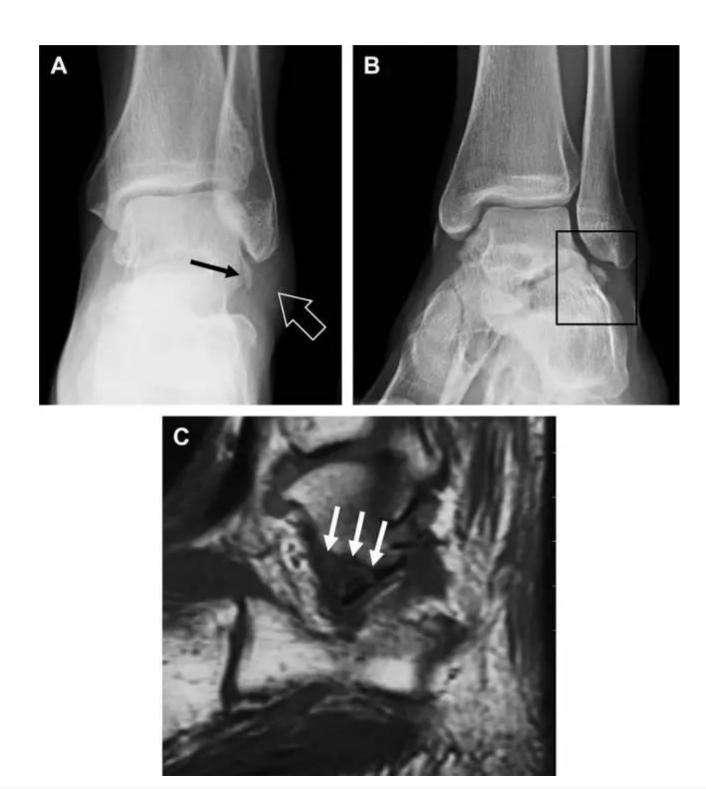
距骨外侧突骨折。A 正位片示内翻损伤所致的距骨外侧突撕脱性骨折(箭头); B 另一位患者,踝外翻损伤导致典型的「滑雪板者骨折」, X 片上可见一较大的三角形骨折块(方框); C 第二位患者的 MRI 矢状位 T1 加权像示横行骨折(箭头)
